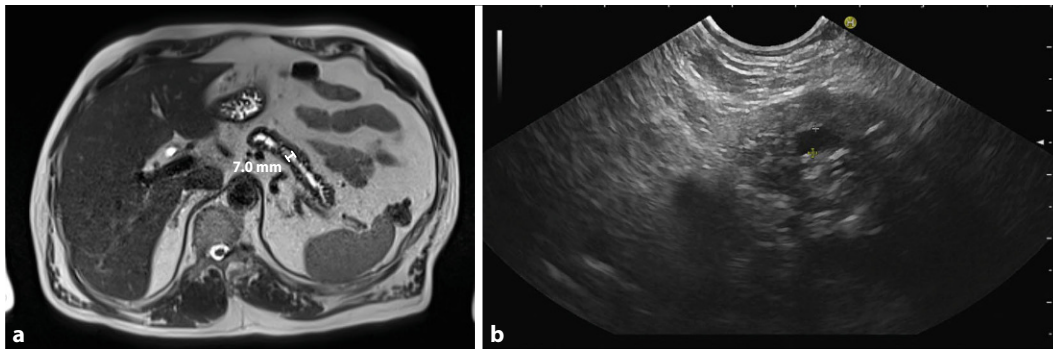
◀ Obstruktive chronische Pankreatitis mit Dilatation des Pankreashauptgangs (7 mm) im Schwanzbereich. Darstellung in der Magnetresonanztomographie (a, Markierung 7 mm) und in der Endosonographie (b) des Schwanzbereichs.
